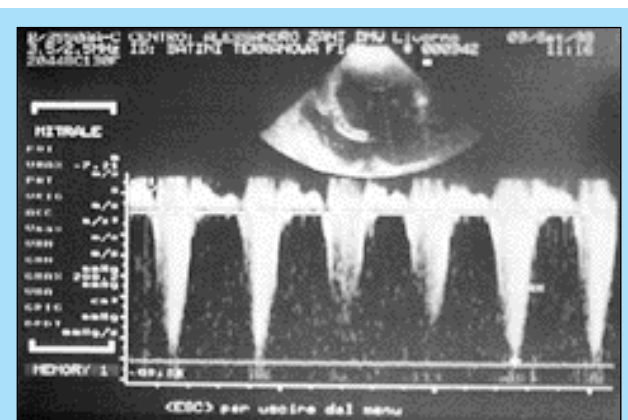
Doppler continuo transmitralico in proiezione apicale 4 camere, si evidenzia il jet rigurgitante ad elevata velocità.
